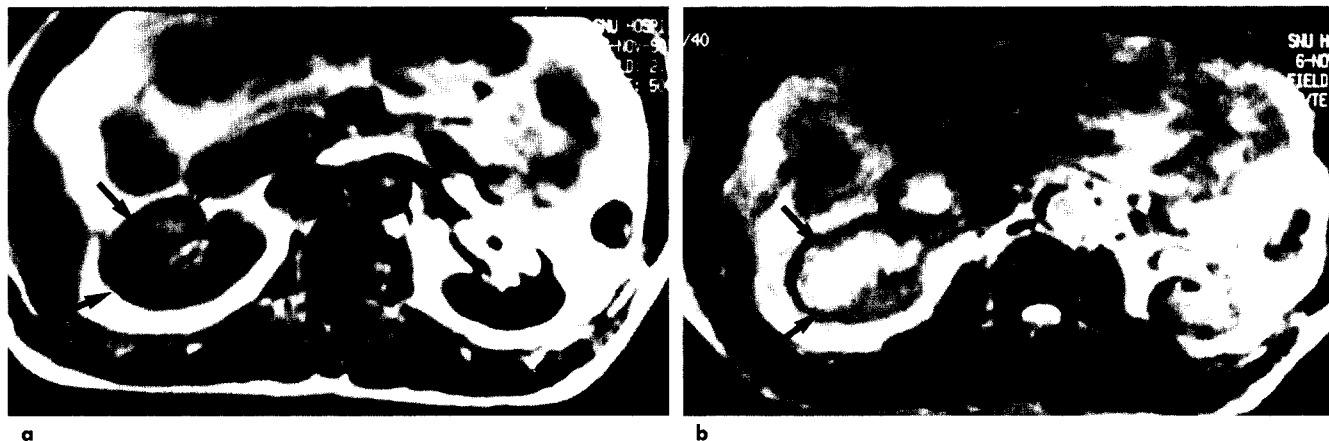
A 40-year-old man who underwent aortic valvular replacement 11 years previously. He had severe left flank pain two years earlier and severe right flank pain nine days before MR imaging.
